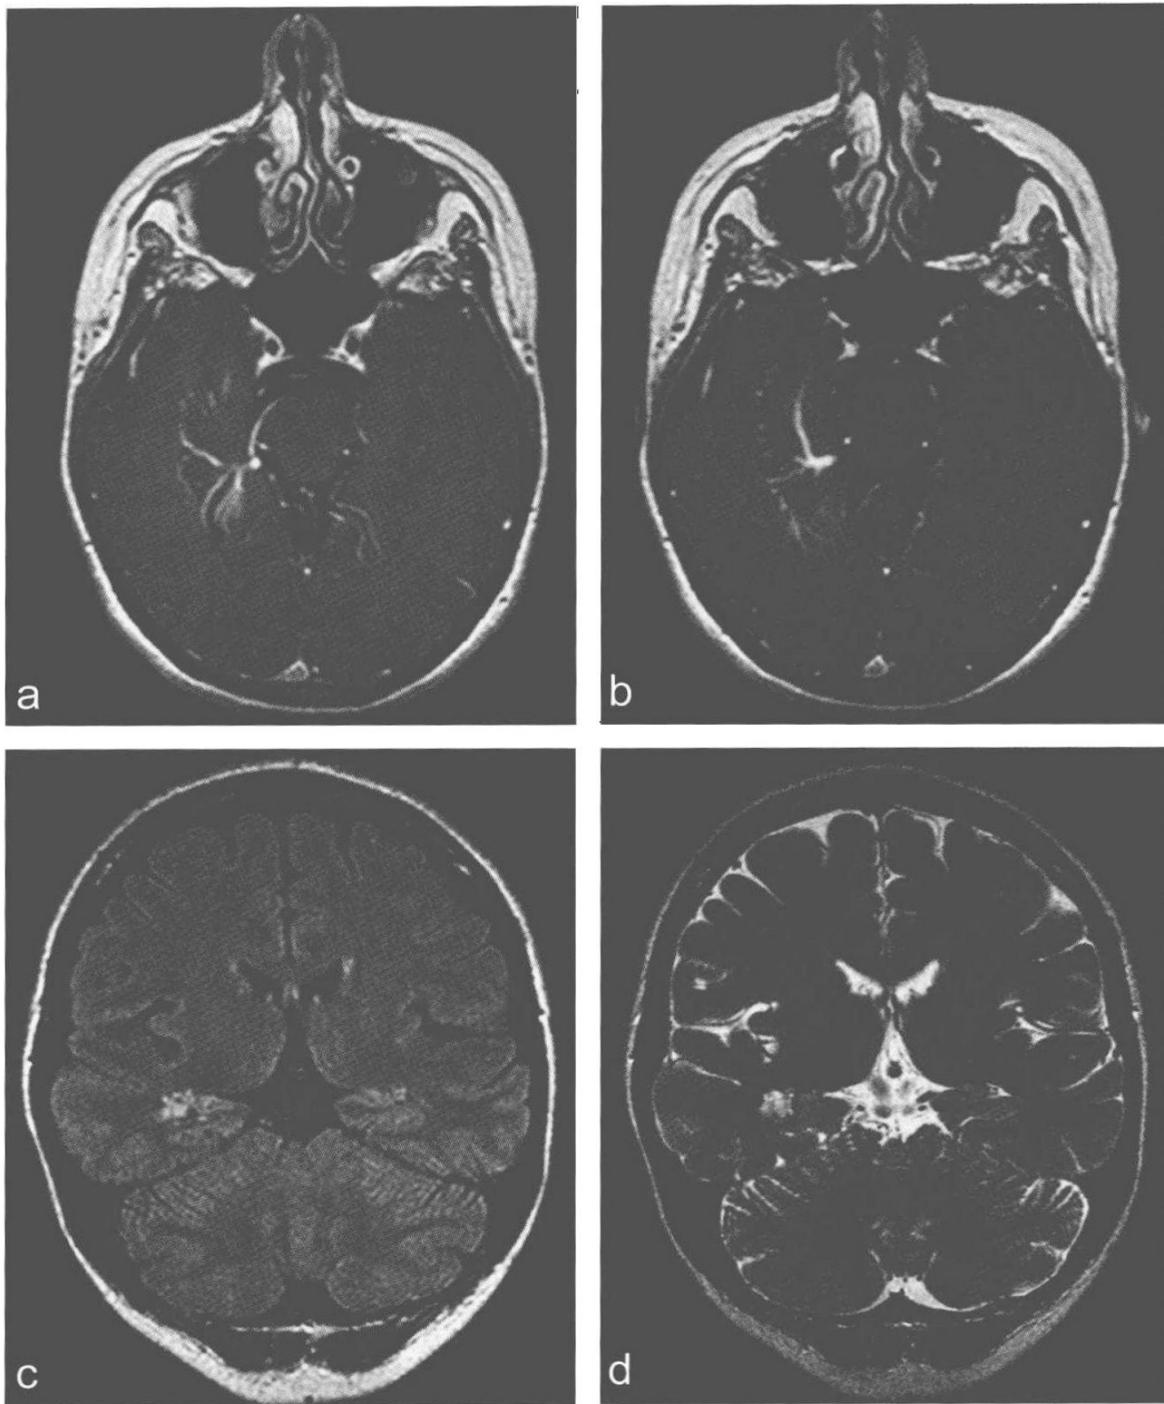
a, b. 轴位增强 T1 加权 MRI 显示右额叶大发育性静脉异常 (DVA)。该患者就诊原因是曾被诊断 AVM, 而 AVM 造成额叶癫痫; c, d. 冠状位 FLAIR 像 (c) 和 T2 加权像 (d) 影像显示典型的海绵状血管瘤合并 DVA
